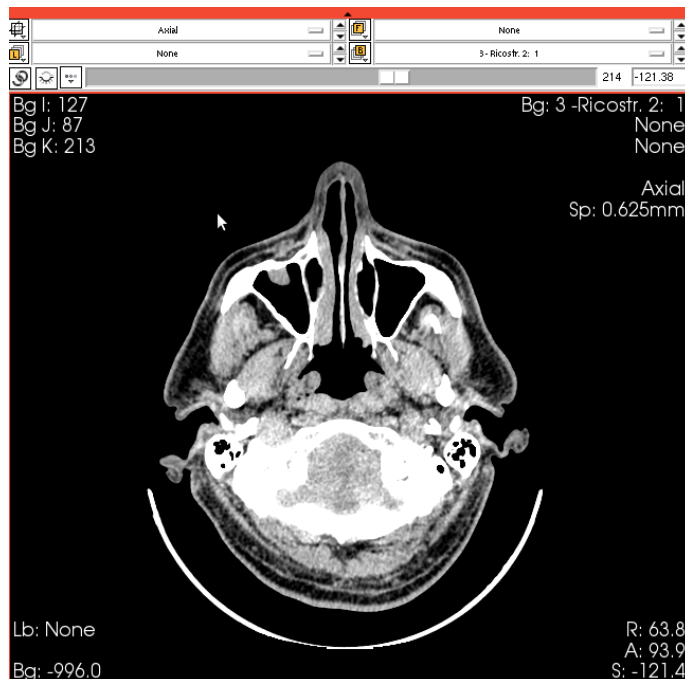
Immagine assiale di una TC
